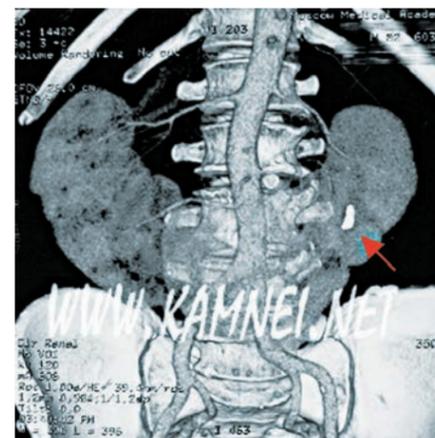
Компьютерная томография в нативном режиме пациентки М. до лечения – камень лоханки левой половины подковообразной почки
